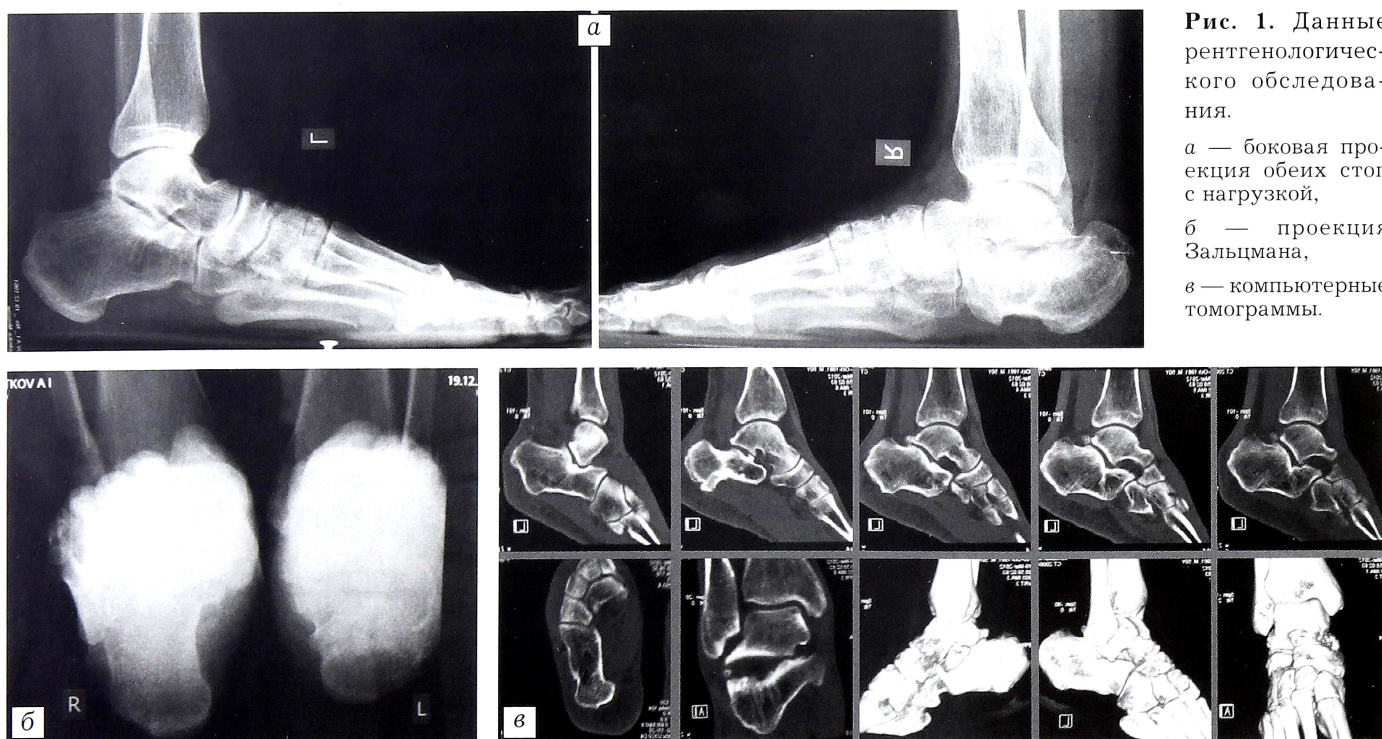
Данные рентгенологического обследования.
